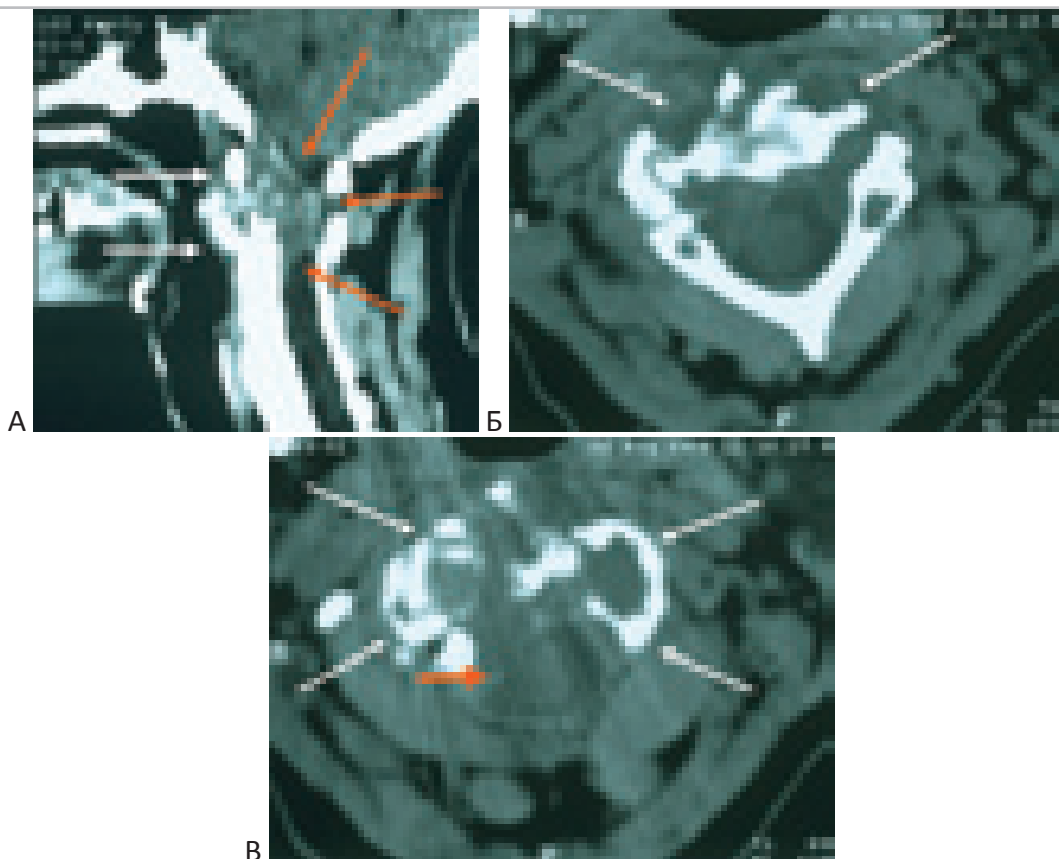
КТ больной с хордой основания черепа, распространяющаяся на C1-C2 позвонки. “А” – Грубая компрессия дурального мешка и спинного мозга на уровне C1-C2 (оранжевые стрелки). Рост в ротоглотку (белые стрелки). “Б” – Деструкция C2-позвонка (белые стрелки). “В” – деструкция латеральных масс C1-позвонка (белые стрелки). Сдавление верхне-шейных отделов спинного мозга (оранжевая стрелка).
